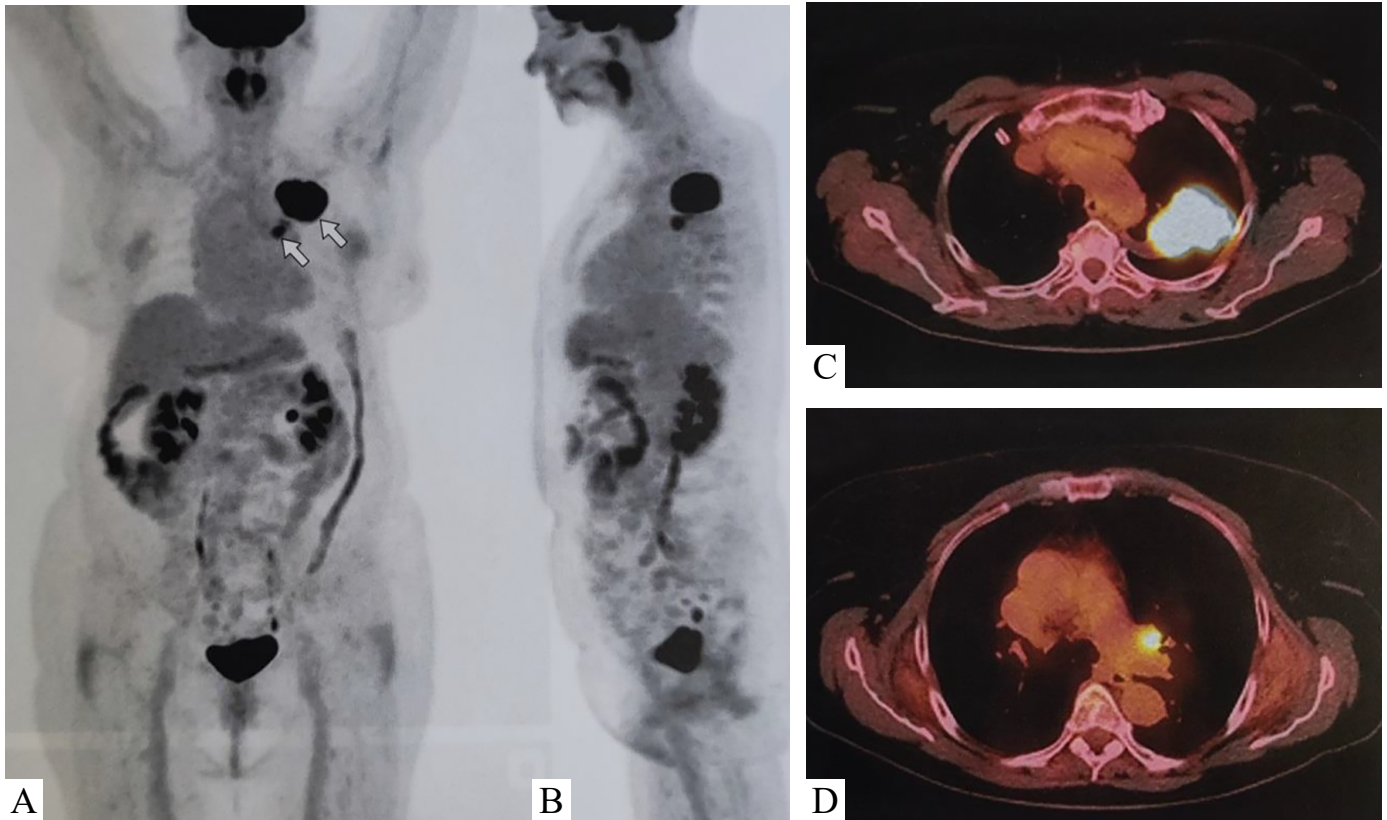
ПЕТ з 18F-ФДГ всього тіла. Рак легень. *A,B* – ПЕТ-реконструкції всього тіла у фронтальній і сагітальній проекціях, *C,D* – ПЕТ/КТ-зображення в аксіальній проекції, визначаються вогнища з патологічною метаболічною активністю 18F-ФДГ в об'ємному утворенні верхньої долі лівої легені, в лімфатичних вузлах в проекції кореня іпсилатеральної легені (стрілки) [33].
